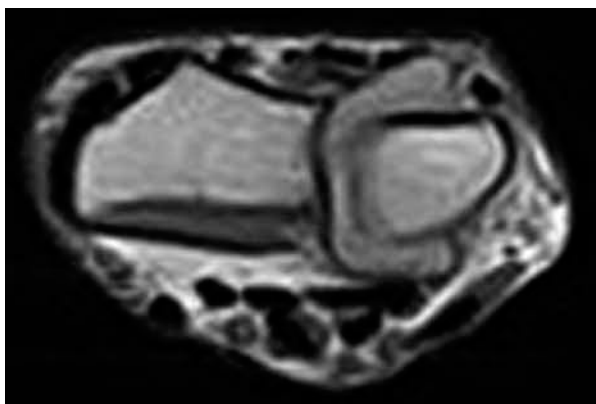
La RM, eseguita con sequenza SE T1 secondo un piano di riferimento assiale, evidenzia marcata distensione della capsula articolare della radioulnare distale caratterizzata da tessuto ipointenso di natura sinoviale
